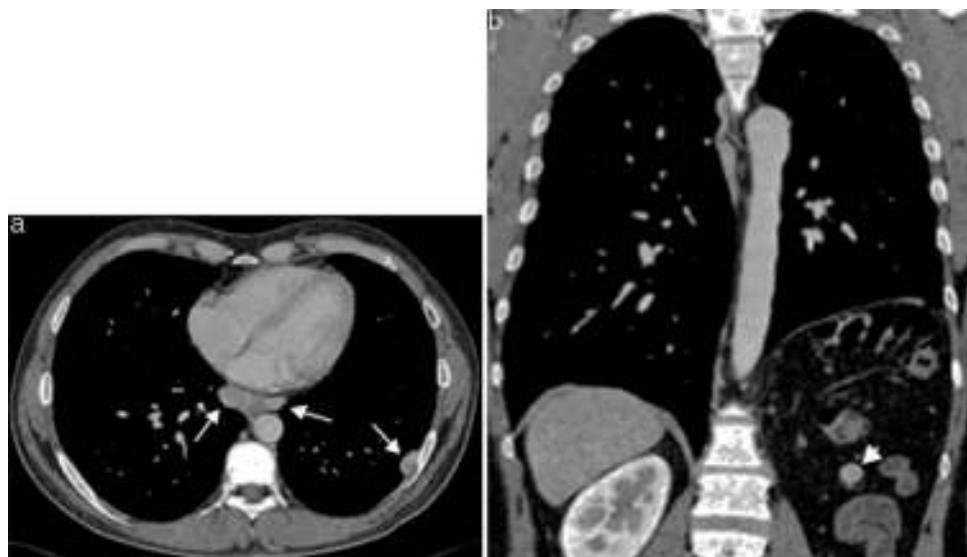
Corte axial (a) y reconstrucción coronal (b) de la TC de tórax con contraste, que demuestra la presencia de nódulos pleurales ovalados y bien delimitados (flechas en a), que determinan ángulos obtusos respecto de sus pleuras dependientes. Estos muestran realce homogéneo tras la administración del medio de contraste. El hemidiafragma izquierdo se encuentra ascendido. En el abdomen se identifica un esplénulo (punta de flecha en b), además, destaca la ausencia del bazo y riñón izquierdo.
